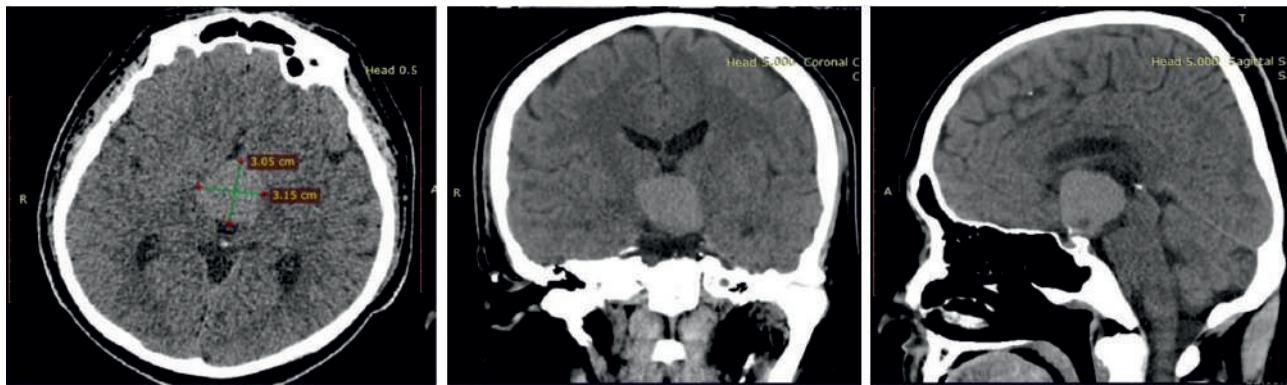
КТ-головного мозга до операции. КТ-картина объемного образования в супраселлярной области размерами 3,05*3,15 мм.
